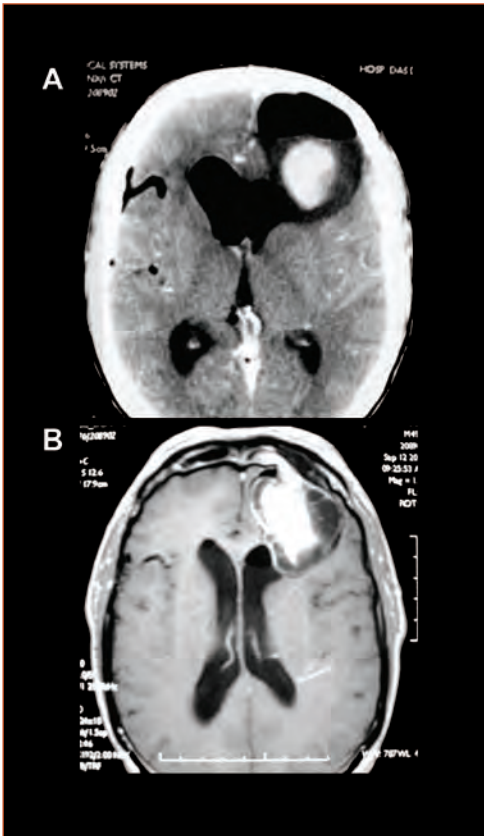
Mucocelo do seio frontal com erosão óssea e extensão à região anterior, com ruptura da dura-mater e pneumoencefalia (A-TC e B-RM).
